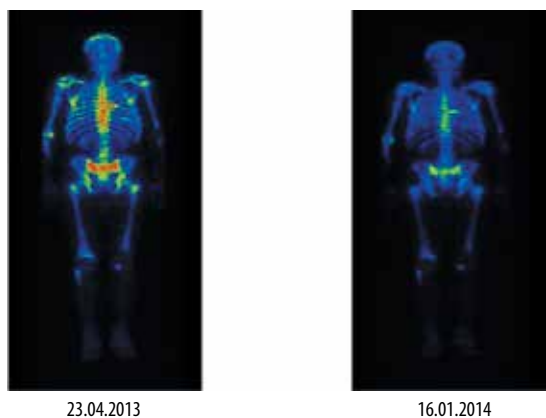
Остеосцинтиграфия больного Р. до начала терапии кабазитакселом и на фоне проводимого лечения данным препаратом
